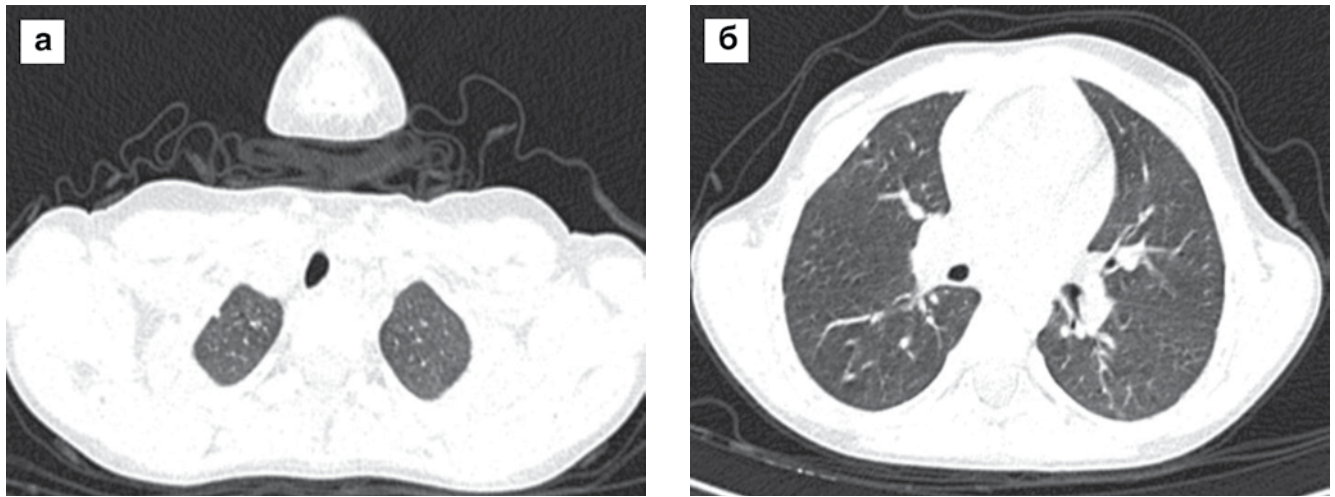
(а,б) МСКТ девочки Н. от 06.10.2018 г. (15 мес. лечения). Уменьшение в размерах и рассасывание очагов
